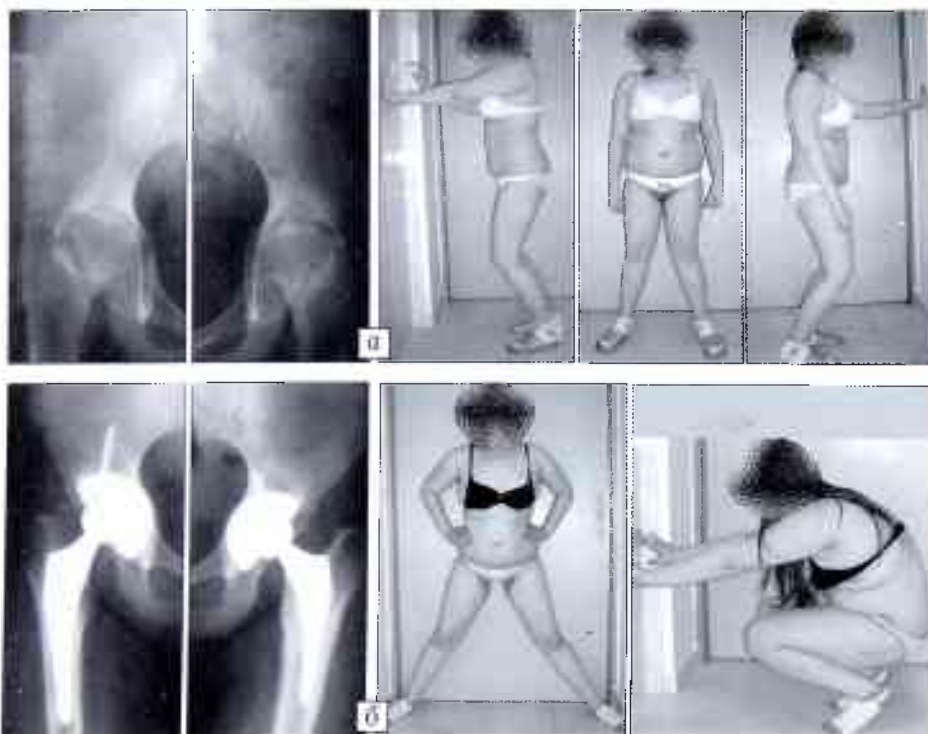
Больная Ф. 14 лет. Диагноз: болезнь Отта—Хробака. а — рентгенограмма и функция тазобедренных суставов при поступлении, б — через 2 года после второго этапа оперативного лечения.
